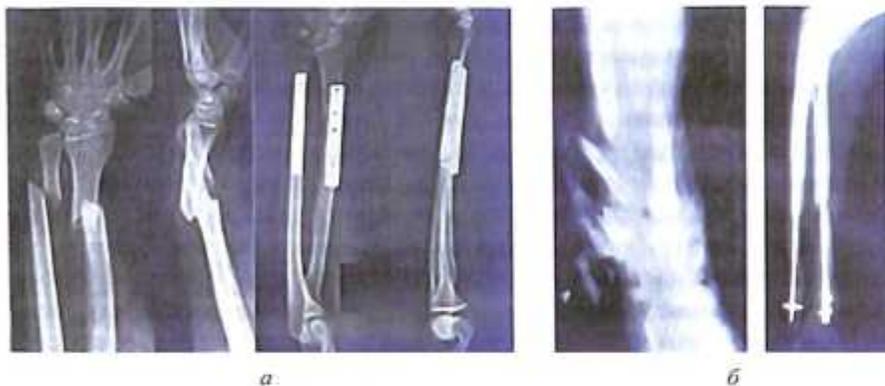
а, б. Фоторентгенограмма переломов при поступлении (а) и после остеосинтеза пластинками и (б) интрамедуллярными блокированными стержнями.
